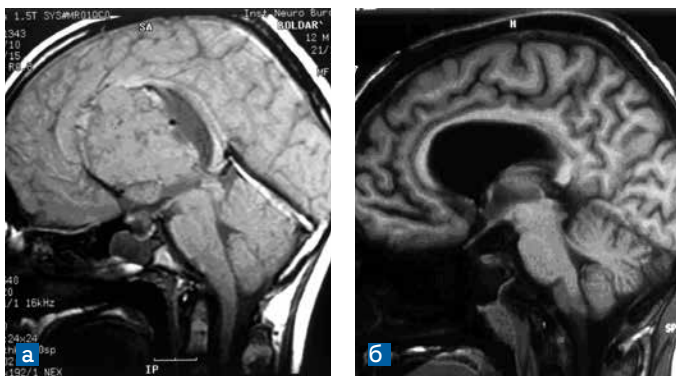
Гигантская СЭГА правого бокового и III желудочка – МРТ (T1) без контрастного усиления: а) до операции; б) после радикального удаления опухоли
